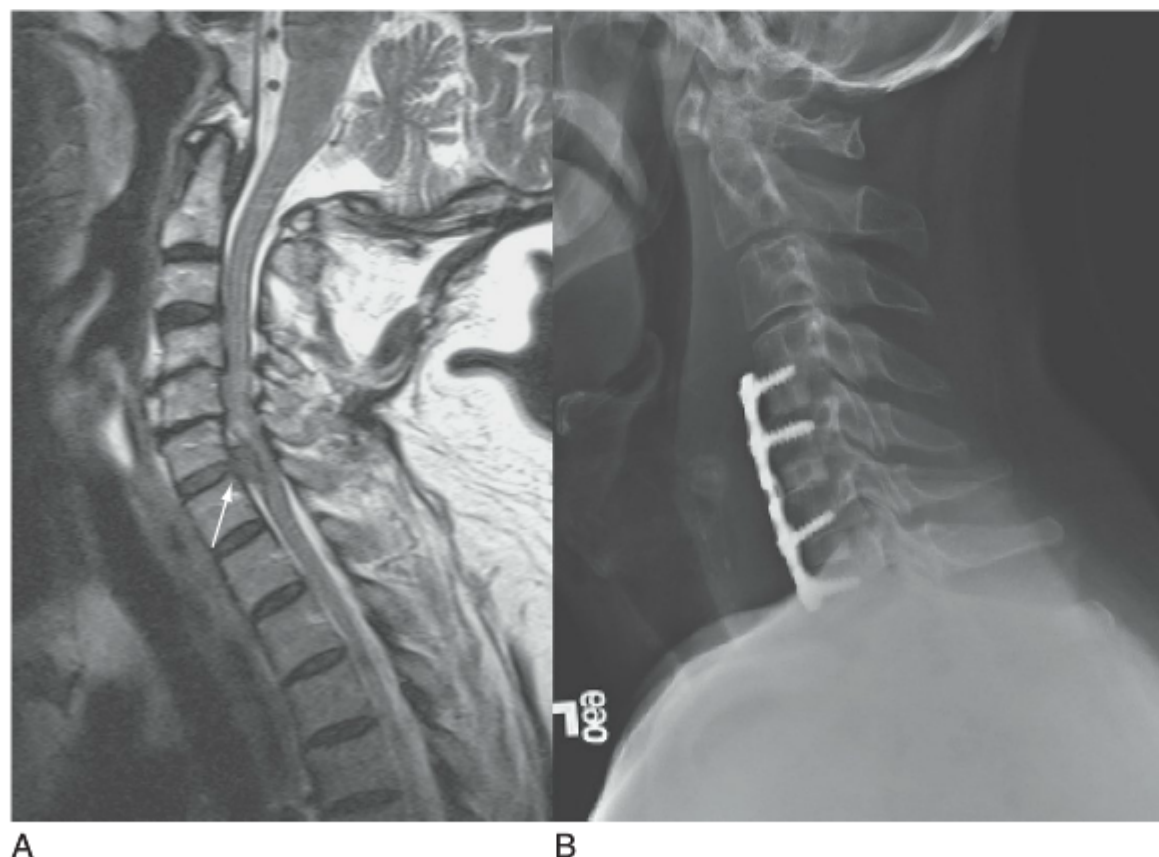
A, Exame de RM sagital ponderada em T2 de um paciente com espondilose cervical avançada e estenose de C3-C4 em direção inferior até C6-C7 com um fragmento de hérnia de disco aguda C6-C7 (seta) após a manipulação da coluna cervical. B, Radiografia pós-operatória em projeção lateral, apresentando discectomia cervical anterior e artrodese em C4-C5, C5-C6 e C6-C7, usando aloenxerto ósseo e placa e parafusos de titânio.
